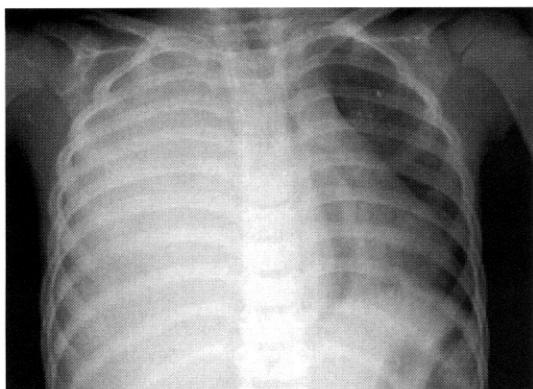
Chest X-ray showed a mass like opacity in the right lung field and mediastinal shift.
